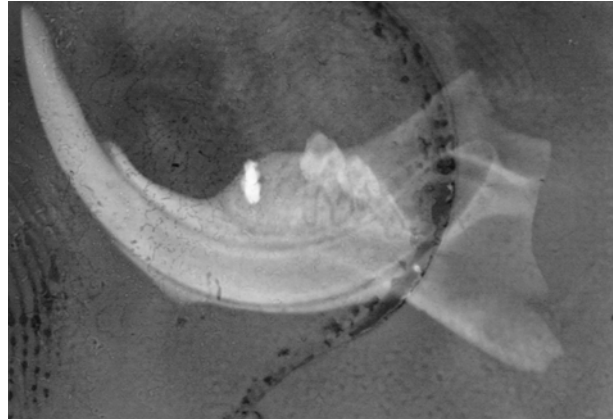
Стан кістки нижньої щелепи в місці видалення молярів і дентальної імплантації при розвитку репаративних процесів без опромінення, 21 день (рентгенограма).
